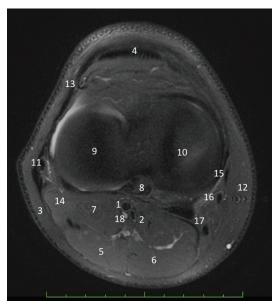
Anatomie et voies d'abord du genou : IRM en coupe axiale du genou droit, séquence T2 Fat Sat.
